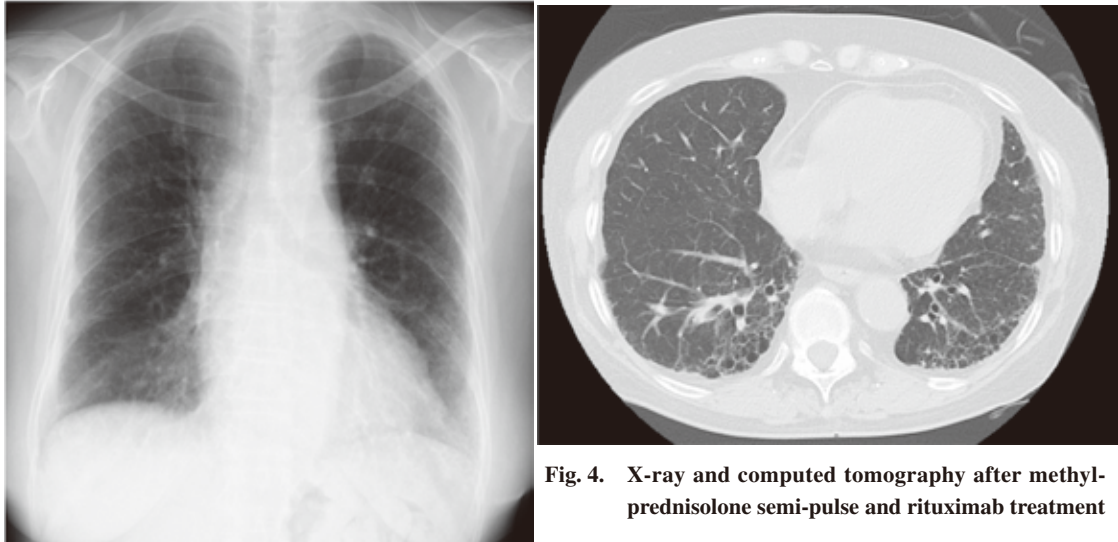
X-ray and computed tomography after methylprednisolone semi-pulse and rituximab treatment
